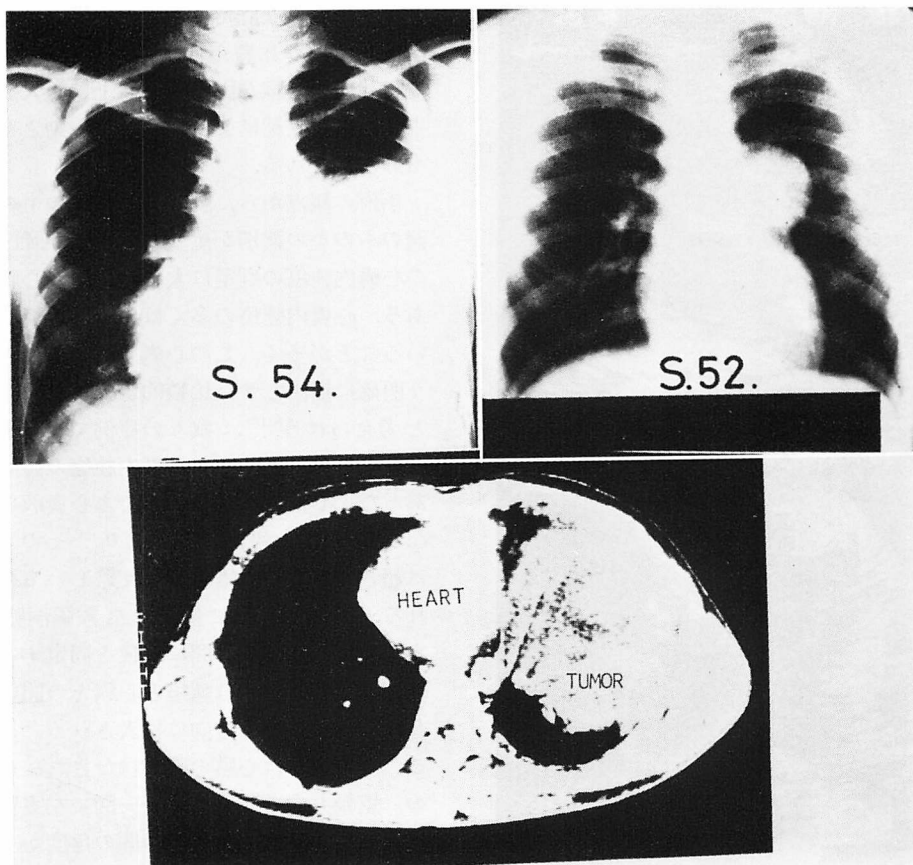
Chest X-ray films and computed tomogram of Case 2.
